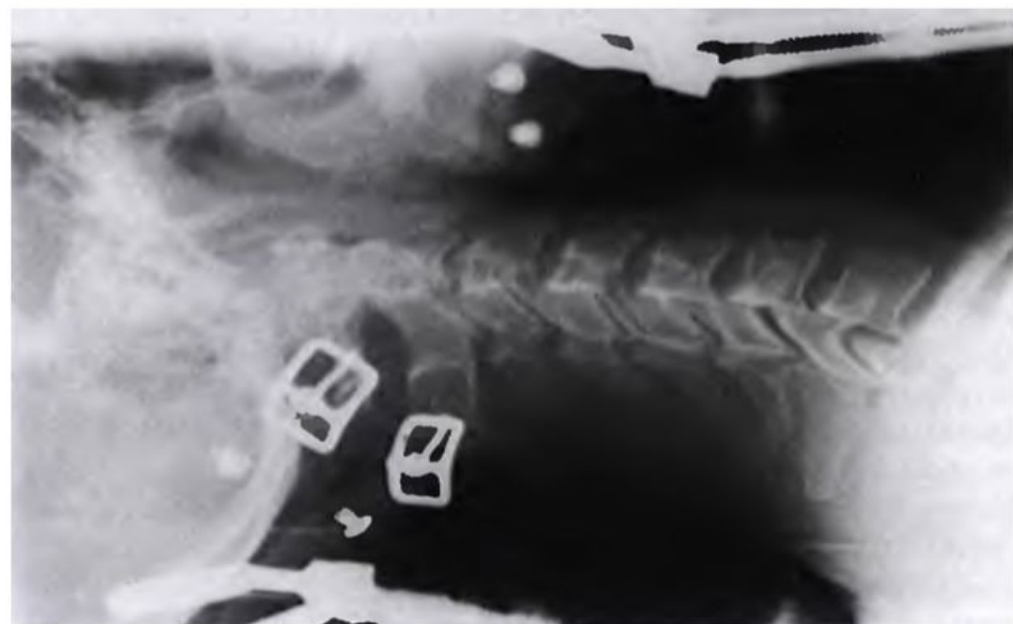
Латерограмма шейного отдела в боковой проекции — горизонтальный рентгеновский пучок
